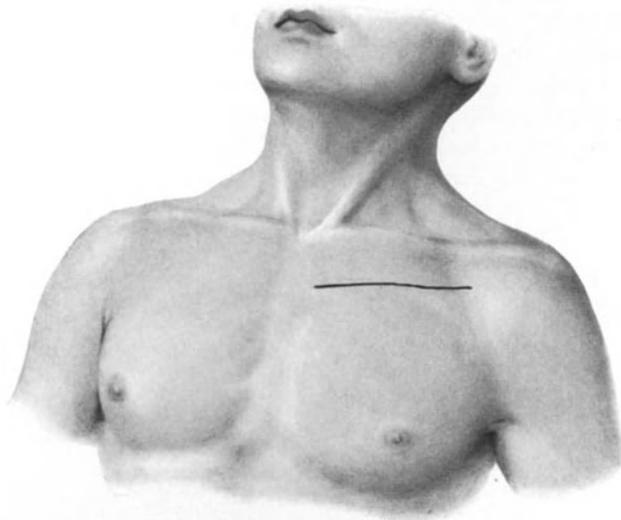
Vordere Korrekturplastik. Hautschnitt 1—2 Querfinger unterhalb der Clavicula. Im Bedarfsfall kann der Schnitt parasternal nach abwärts erweitert werden
